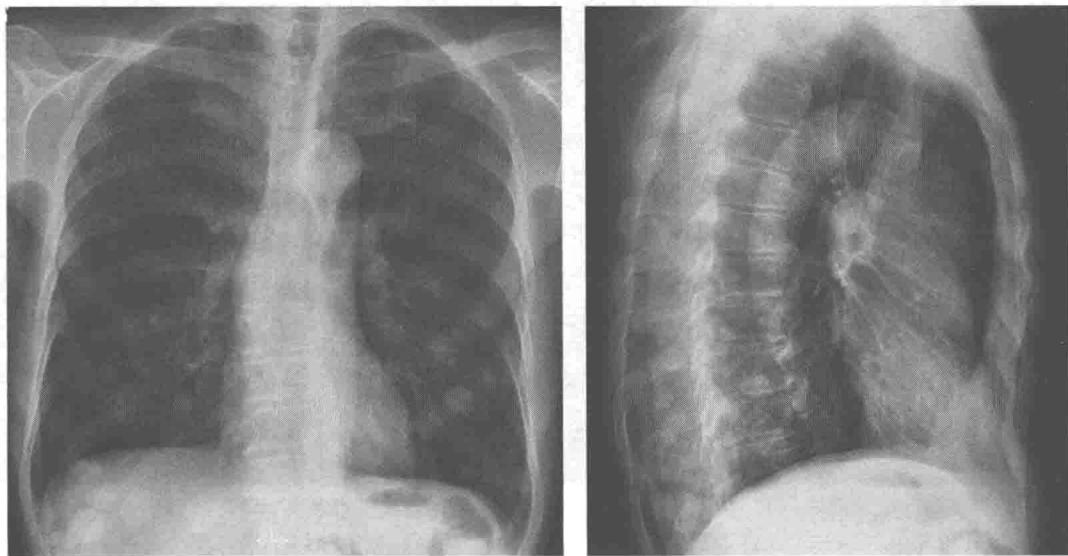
胸部正位(A)及侧位(B)平片显示两肺见多发结节影,大小不等,散在分布且下肺结节影相对较大,结节密度均匀,边缘清楚,未见肿块或片状阴影,两肺门不大,纵隔未见异常,心影不大,两侧肋膈角锐利
